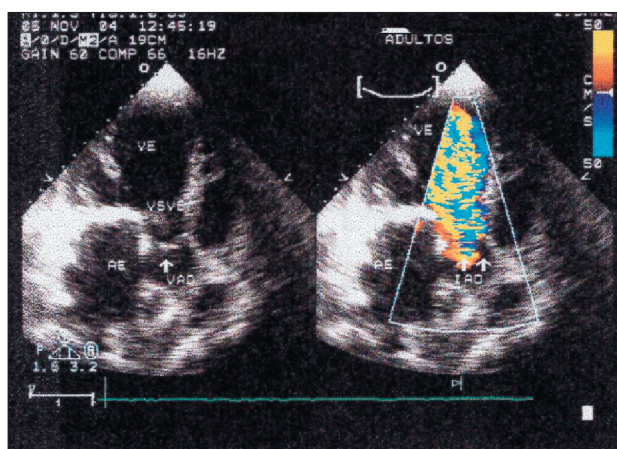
Mapeamento de fluxos em cores na insuficiência aórtica. Corte apical de cinco câmaras. VE – ventrículo esquerdo, AE – átrio esquerdo, VSVE – via de saída do ventrículo esquerdo, VAO – valva aórtica, IAO – insuficiência aórtica e flecha – Doppler colorido da insuficiência aórtica.
